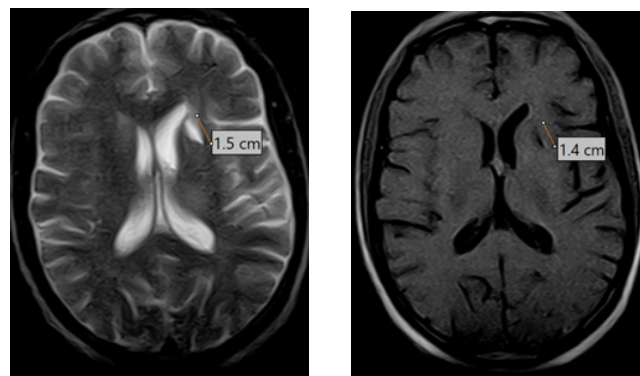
IRM cérébrale en coupe axiale montrant une lacune ischémique caudo-capsulaire gauche.
